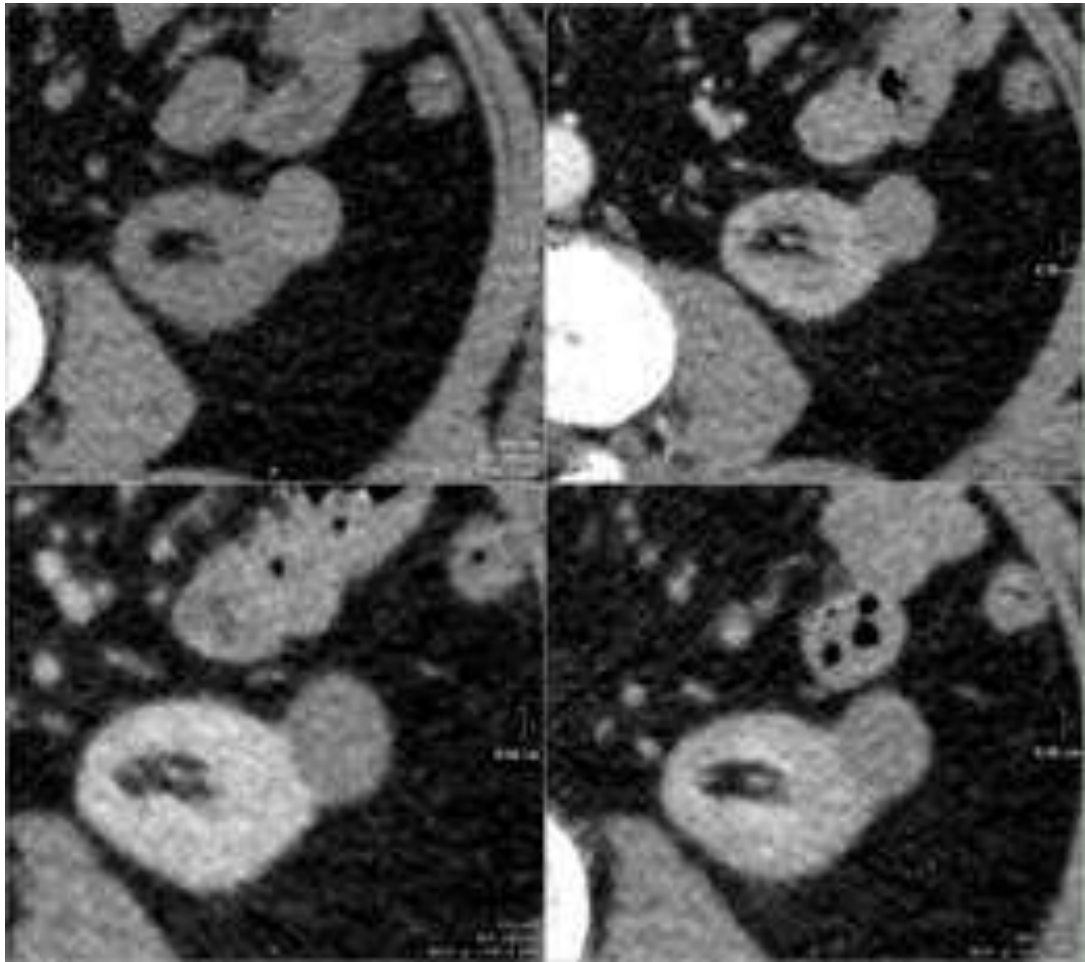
Комп'ютерна томограма з кістами правої нирки у всіх 4 фазах контрастування: мінімально складна кіста лівої нирки (клас II за Босніак - Bosniak M.A. [14]).
